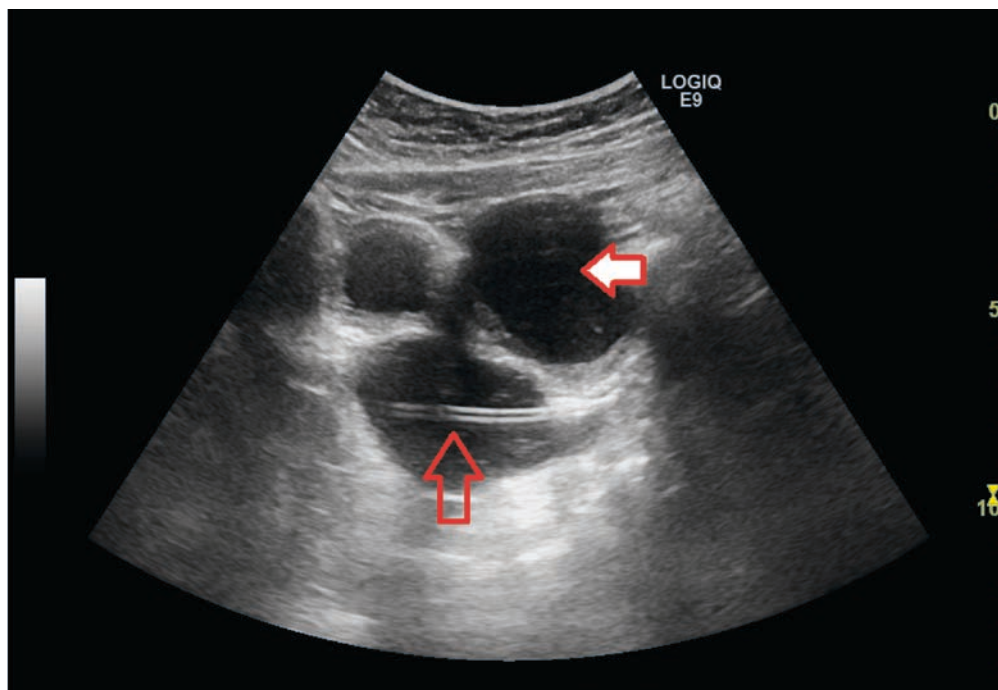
На УЗИ визуализированы жидкостные образования, через одно из которых проходит стент (указано контурной стрелкой): вероятно, проекция простаты; при введении раствора отмечается поступление его в мочевой пузырь (указано стрелкой с заливкой).
